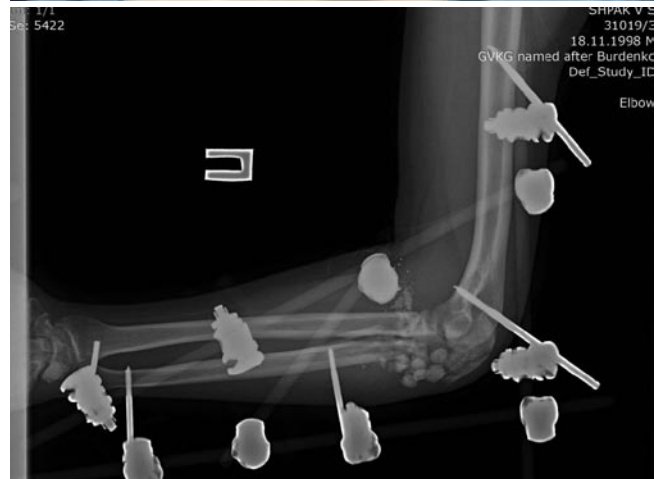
Рентгенограммы правого локтевого сустава после установки антибактериального спейсера и внешний вид правой верхней конечности после операции.
